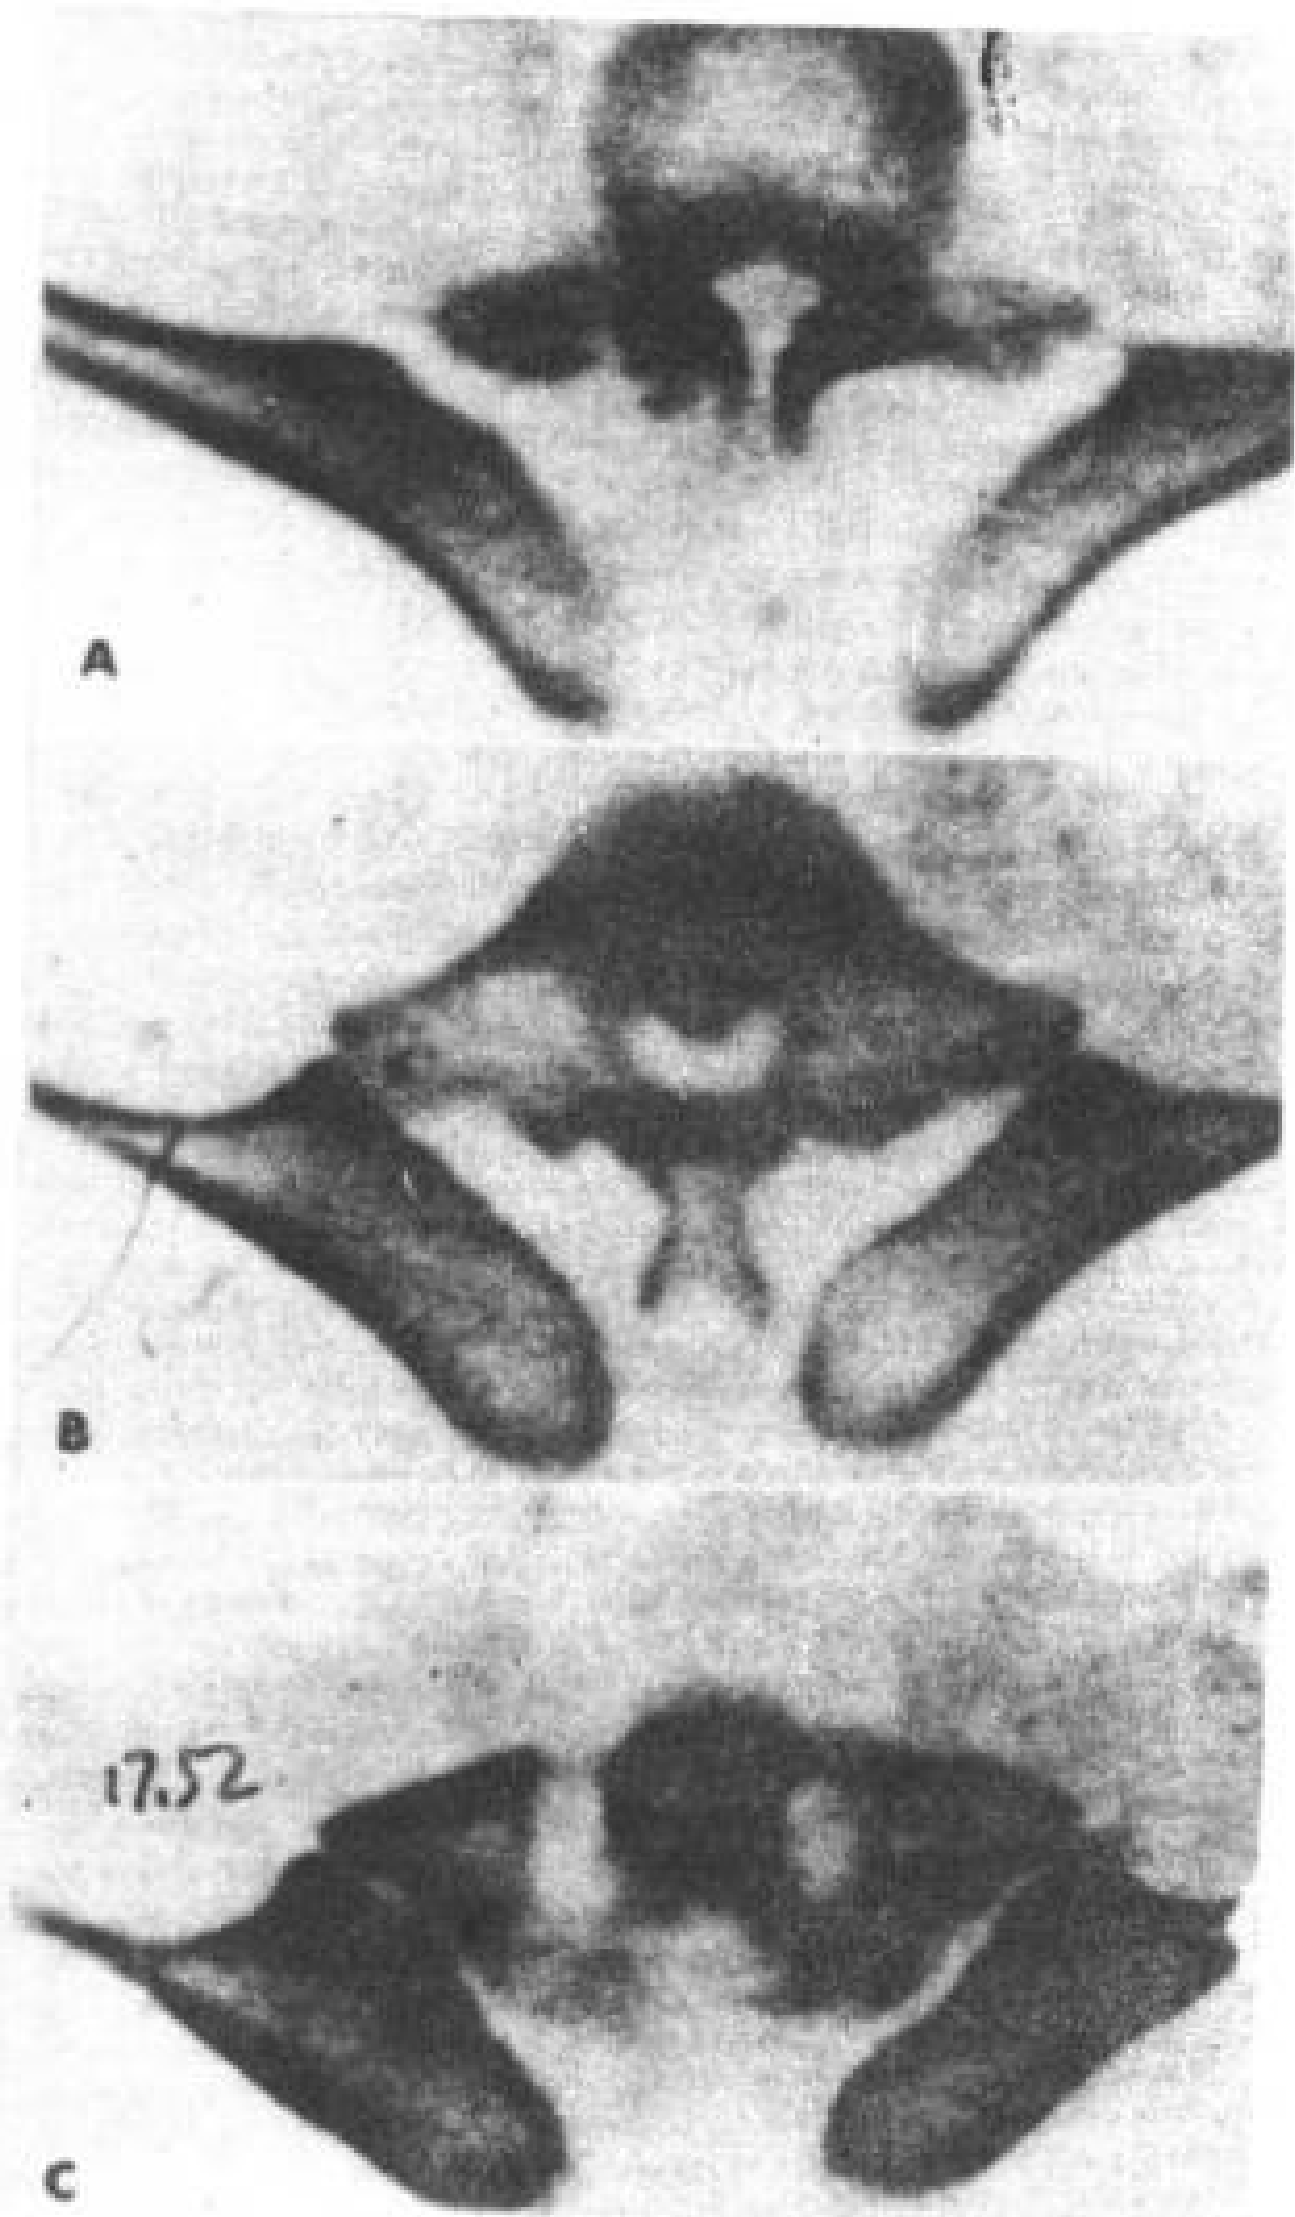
骶骨发育不全。20 岁男性。S<sub>2</sub> 以下没有骶骨。CT 脊髓造影。
